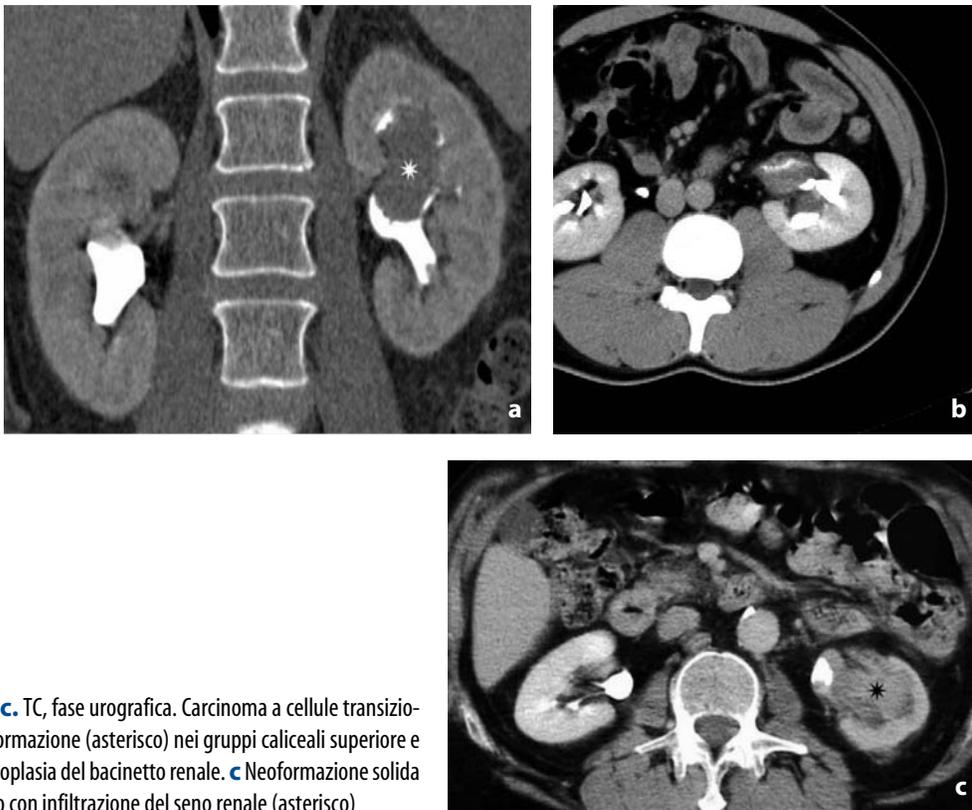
TC, fase urografica. Carcinoma a cellule transizionali. a Neoformazione (asterisco) nei gruppi caliceali superiore e medio. b Neoplasia del bacinetto renale. c Neoformazione solida del bacinetto con infiltrazione del seno renale (asterisco)
